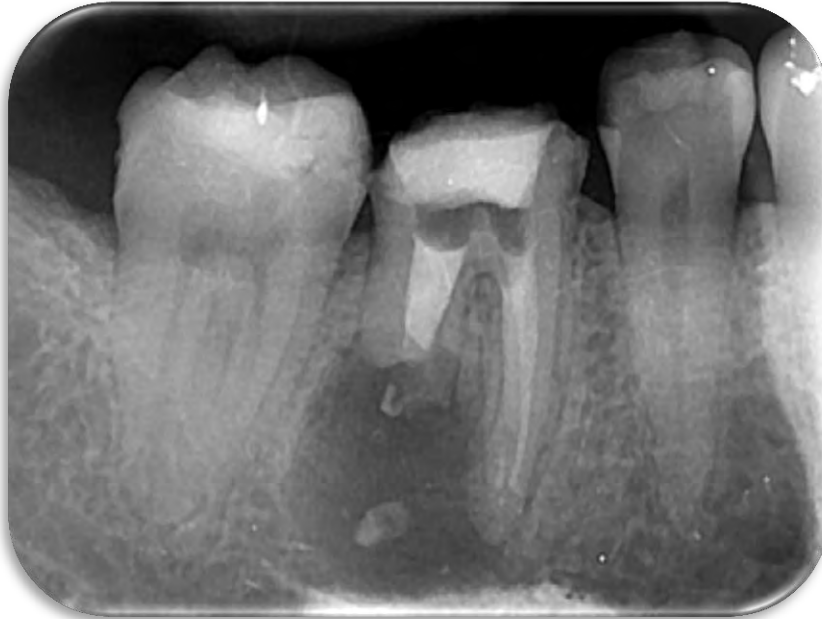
Radiografía periapical de medicación intraconducto.
